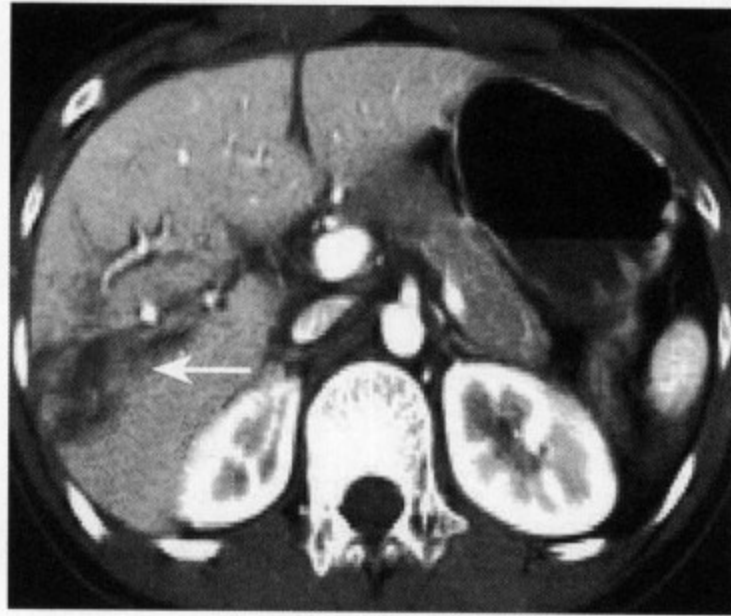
肝挫裂伤：增强CT可右叶多发条片状低密度影达肝缘
